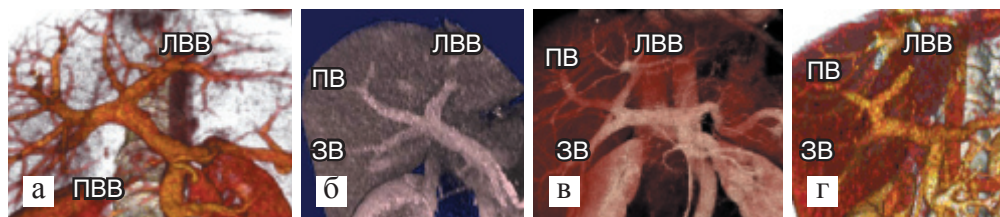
Варианты строения воротной вены по Т. Nakamura, по данным МСКТ: а) тип А; б) тип В; в) тип С; г) тип D
